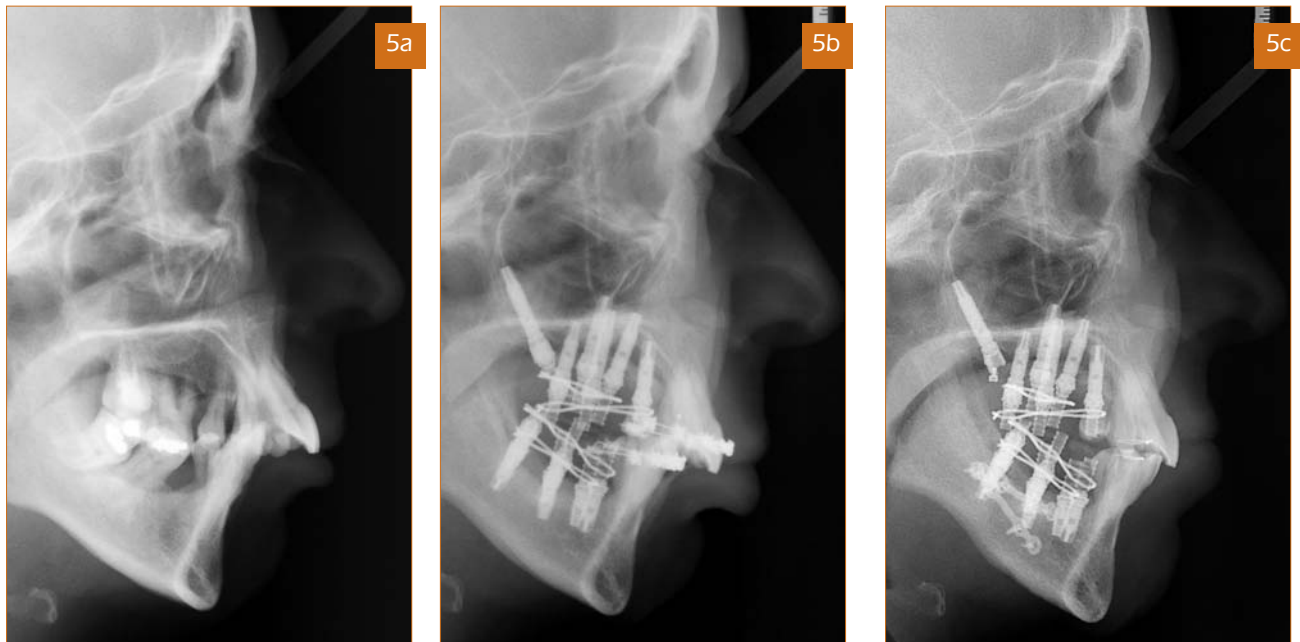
a-c. Telerradiografías de perfil: (a) inicial, (b) antes del avance mandibular y (c) después de la ortodoncia.
